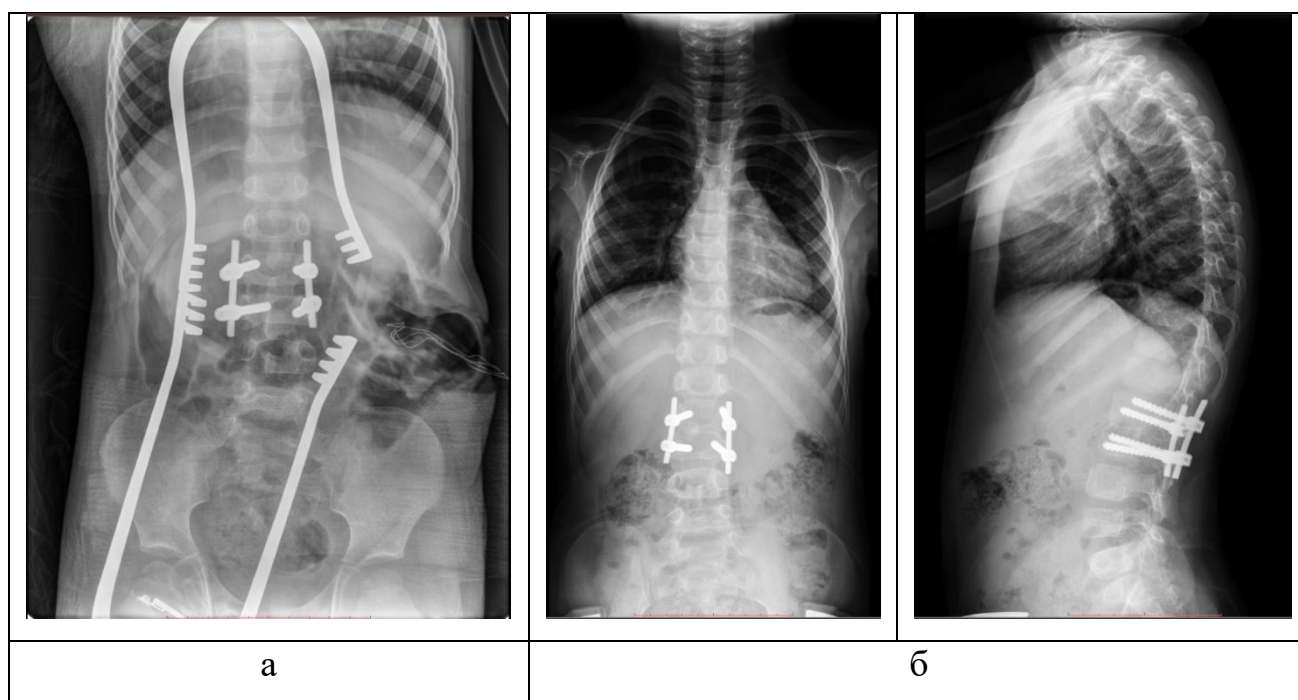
а – интраоперационная рентгенограмма после окончательной коррекции ВДП, б - контрольные рентгенограммы позвоночника через 1 год после операции
